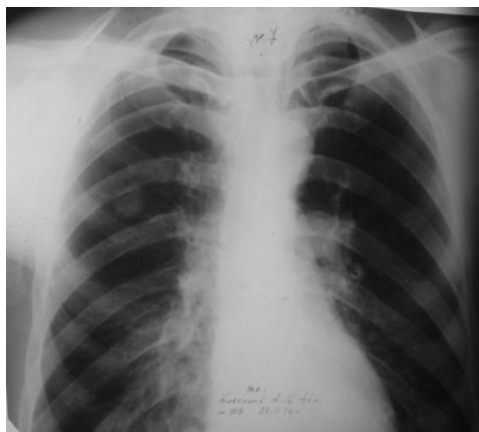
Рентгенограмма ОГК. Синдром круглой тени патологии легочной ткани
